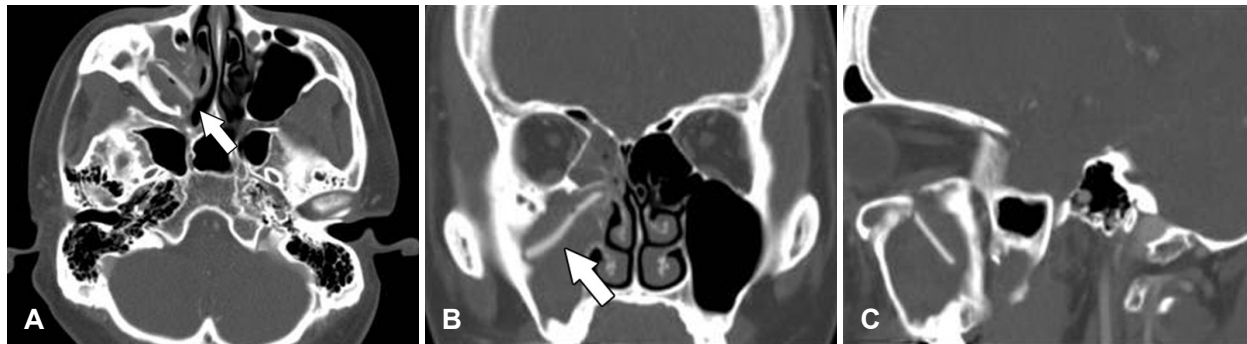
Preoperative computed tomography (CT) with contrast shows a sheet-like structure (white arrows) inside of right maxillary sinus in axial (A), coronal (B) and sagittal (C) views.
